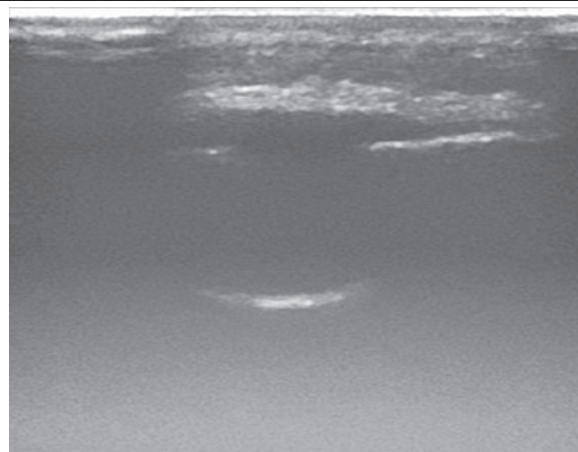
Ultrassonografia com transdutor linear de alta frequência, identificando descontinuidade da cortical óssea e componente de tecidos moles, com discutível contato com a díploe
